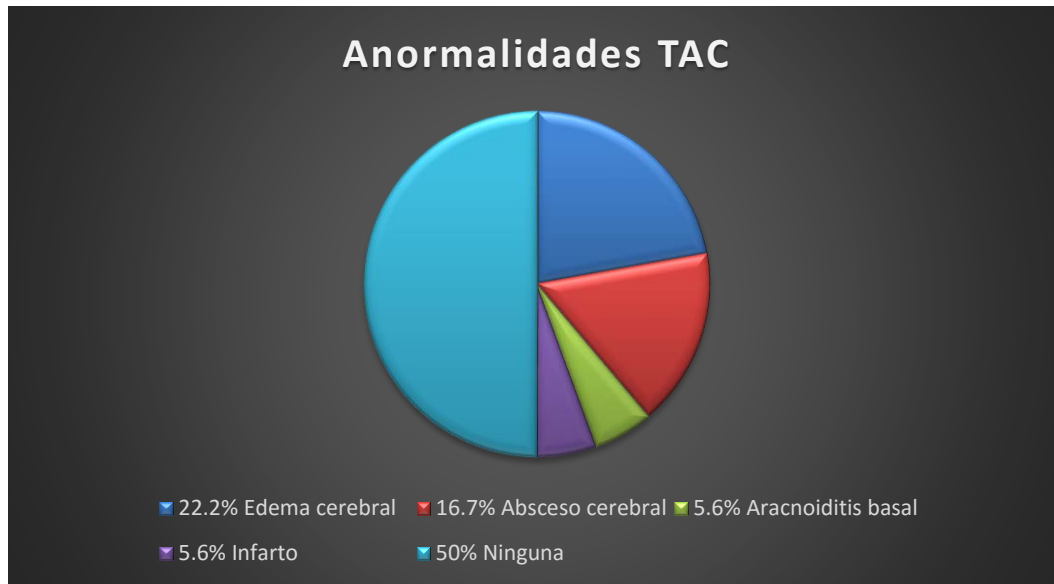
Anormalidades encontradas en la TAC
